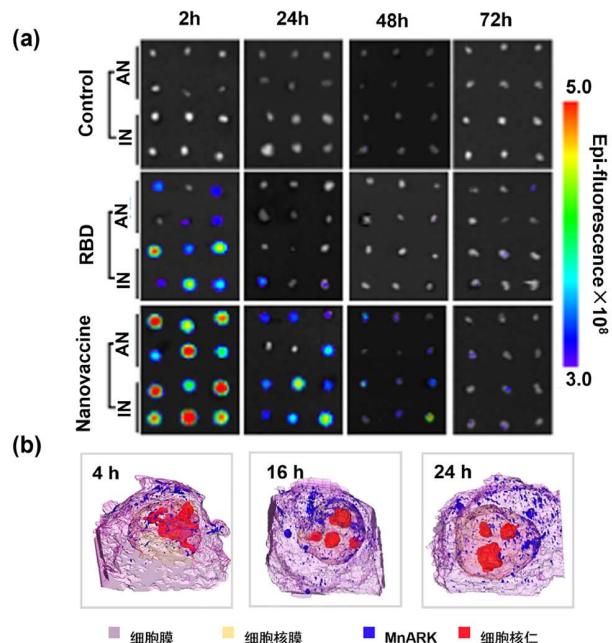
(网络版彩色)MnARK疫苗在淋巴结以及DC中的分布<sup>[60]</sup>。(a) Cy5标记的MnARK在淋巴结的IVIS图像；(b) MnARK疫苗在DC2.4细胞的同步辐射纳米CT图像
